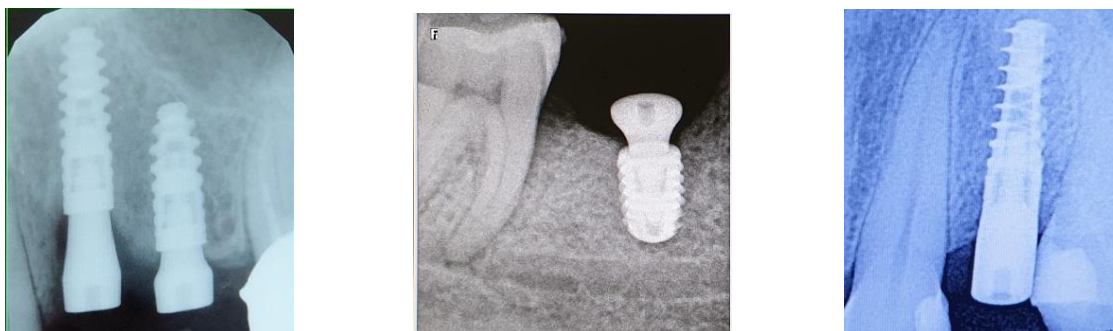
Рентгенологическая картина непосредственной имплантации через 3–6 месяцев.
